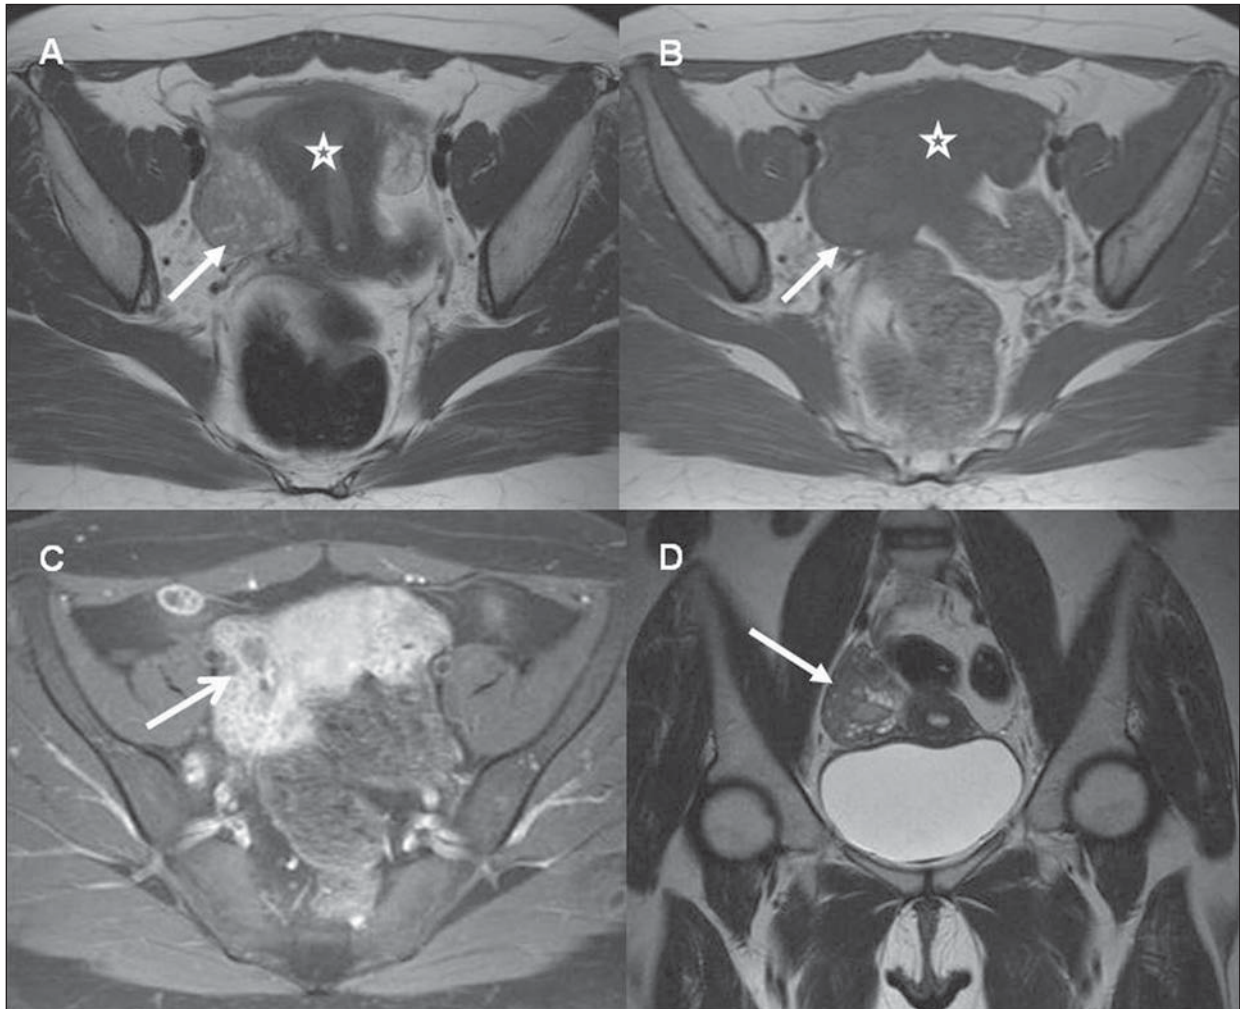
DIPA (salpingite) – RM da pelve. Presença de formação serpiginosa na região anaxial direita (setas em A, B e D), claramente separada do útero (estrelas em A e B), com intenso realce parietal pelo meio de contraste, caracterizando sua natureza inflamatória (seta em C). O aspecto em C é bastante sugestivo de tuba uterina com paredes espessadas. (A,B: plano axial T1 e T2, respectivamente; C: plano axial T1 com técnica de saturação de gordura após a injeção de contraste; D: plano coronal T2).
